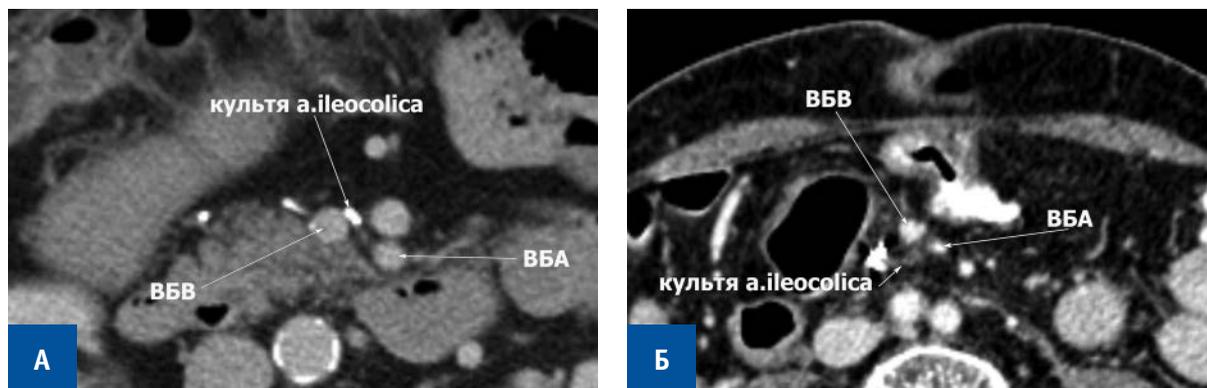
А) КТ — изображение культы подвздошно-ободочной артерии при вентральном расположении артерии относительно ВБВ (аксиальная реконструкция); Б) КТ — изображение культы подвздошно-ободочной артерии при дорзальном расположении артерии относительно ВБВ (аксиальная реконструкция). ВБВ — верхняя брыжеечная вена, ВБА — верхняя брыжеечная артерия, а.ileocolica — подвздошно-ободочная артерия
